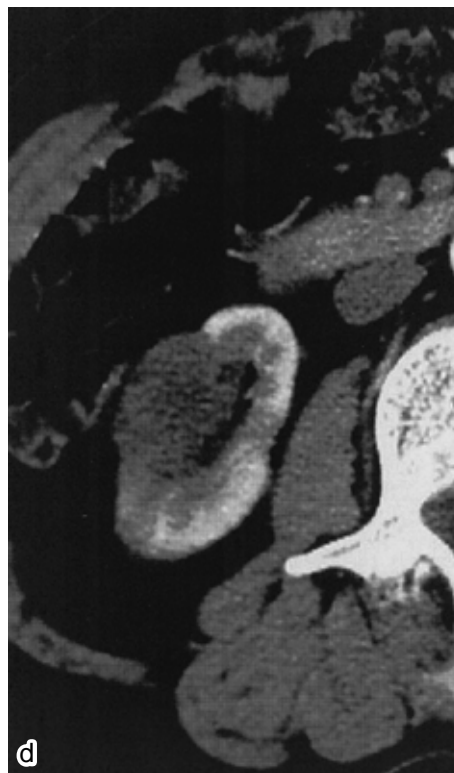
d 凍結治療 6 週後もダイナミック CT 早期相では腫瘍の造影効果は完全に消失し腫瘍壊死が得られている。
